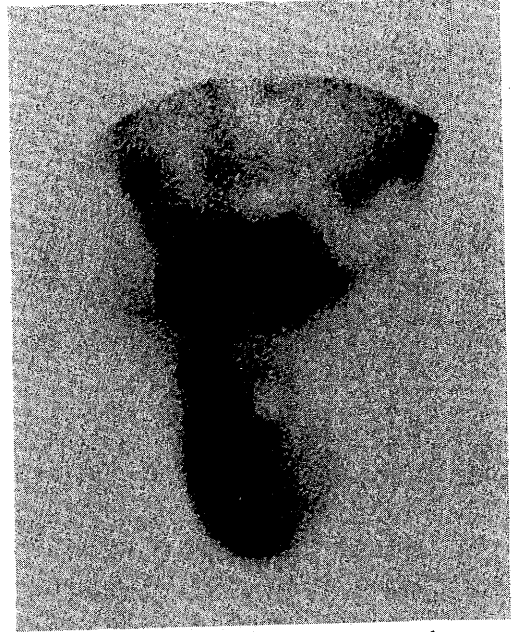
Peritoneal scintigraphy 4 hours after the instillation. Movement of fluid down right inguinal canal into scrotum was clearly demonstrated.
